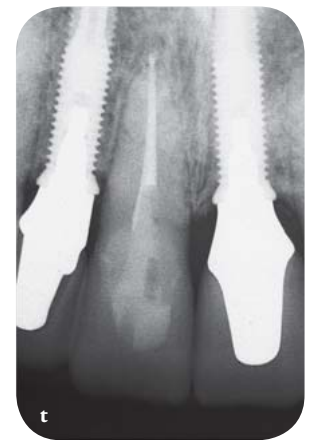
Frontalansicht (s) und Röntgenaufnahmen (t) der definitiven Restorationen bei der Kontrolluntersuchung nach 1 Jahr.
